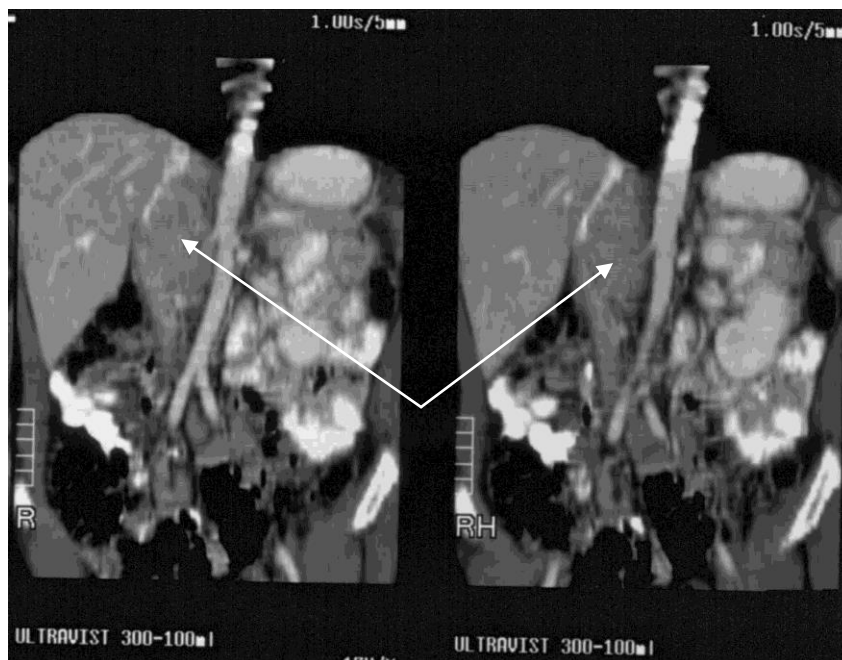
КТ альдостерон-продукуючого адренокортикального раку правої НЗ.
